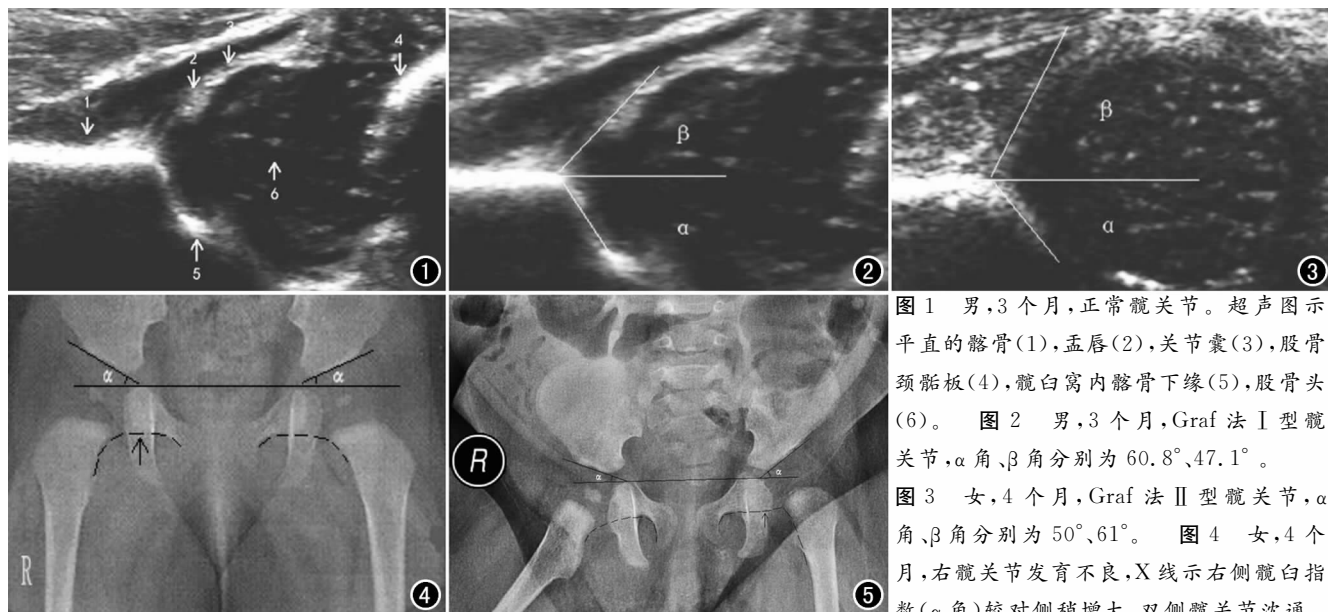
男, 3 个月, 正常髋关节。超声图示平直的髂骨(1), 孟唇(2), 关节囊(3), 股骨颈髁板(4), 髋臼窝内髂骨下缘(5), 股骨头(6)。图 2 男, 3 个月, Graf 法 I 型髋关节, α 角、 β 角分别为 60.8° 、 47.1° 。图 3 女, 4 个月, Graf 法 II 型髋关节, α 角、 β 角分别为 50° 、 61° 。图 4 女, 4 个月, 右髋关节发育不良, X 线示右侧髋臼指数(α 角)较对侧稍增大, 双侧髋关节沈通氏线(箭)连续。
